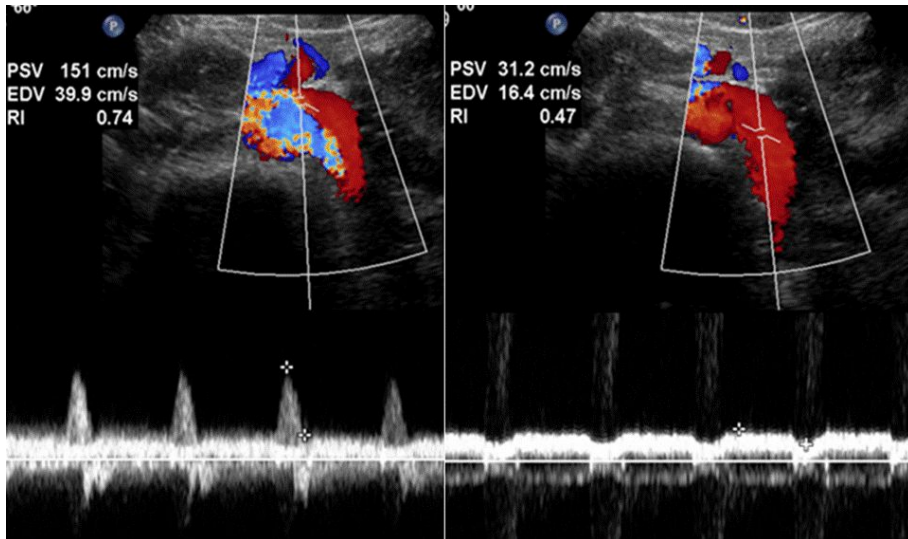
In the 13-year-old elder brother, the peak velocity ratio of aorto-mesenteric border Vs. renal hilum by Doppler sonography is 4.8. In diagnosing the nutcracker syndrome in children using Doppler sonography, the cut-off value of peak velocity ratio is suggested as 4.0 to 4.8 in a lot of studies.
